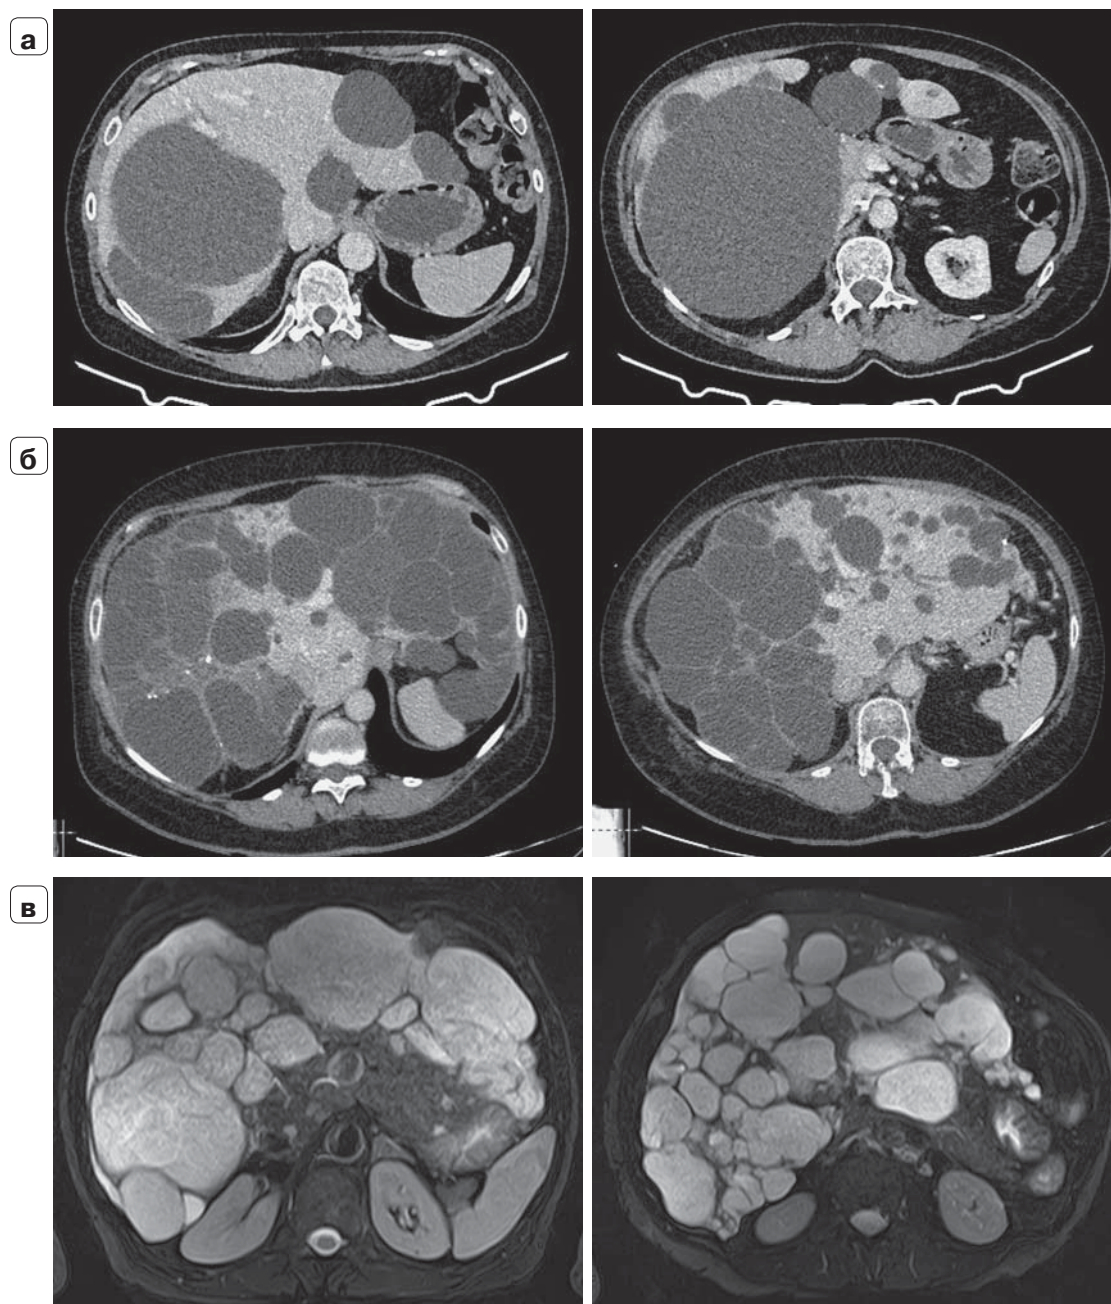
Поликистоз печени: а — компьютерная томограмма, множественные кисты печени с 1–2 доминантными кистами больших размеров (Gigot, тип I); б — компьютерная томограмма, множественные кисты печени разного размера с большим участком неизменной паренхимы (Gigot, тип II); в — магнитно-резонансная томограмма, множественные кисты печени разного размера с небольшим участком неизменной паренхимы (Gigot, тип III).
